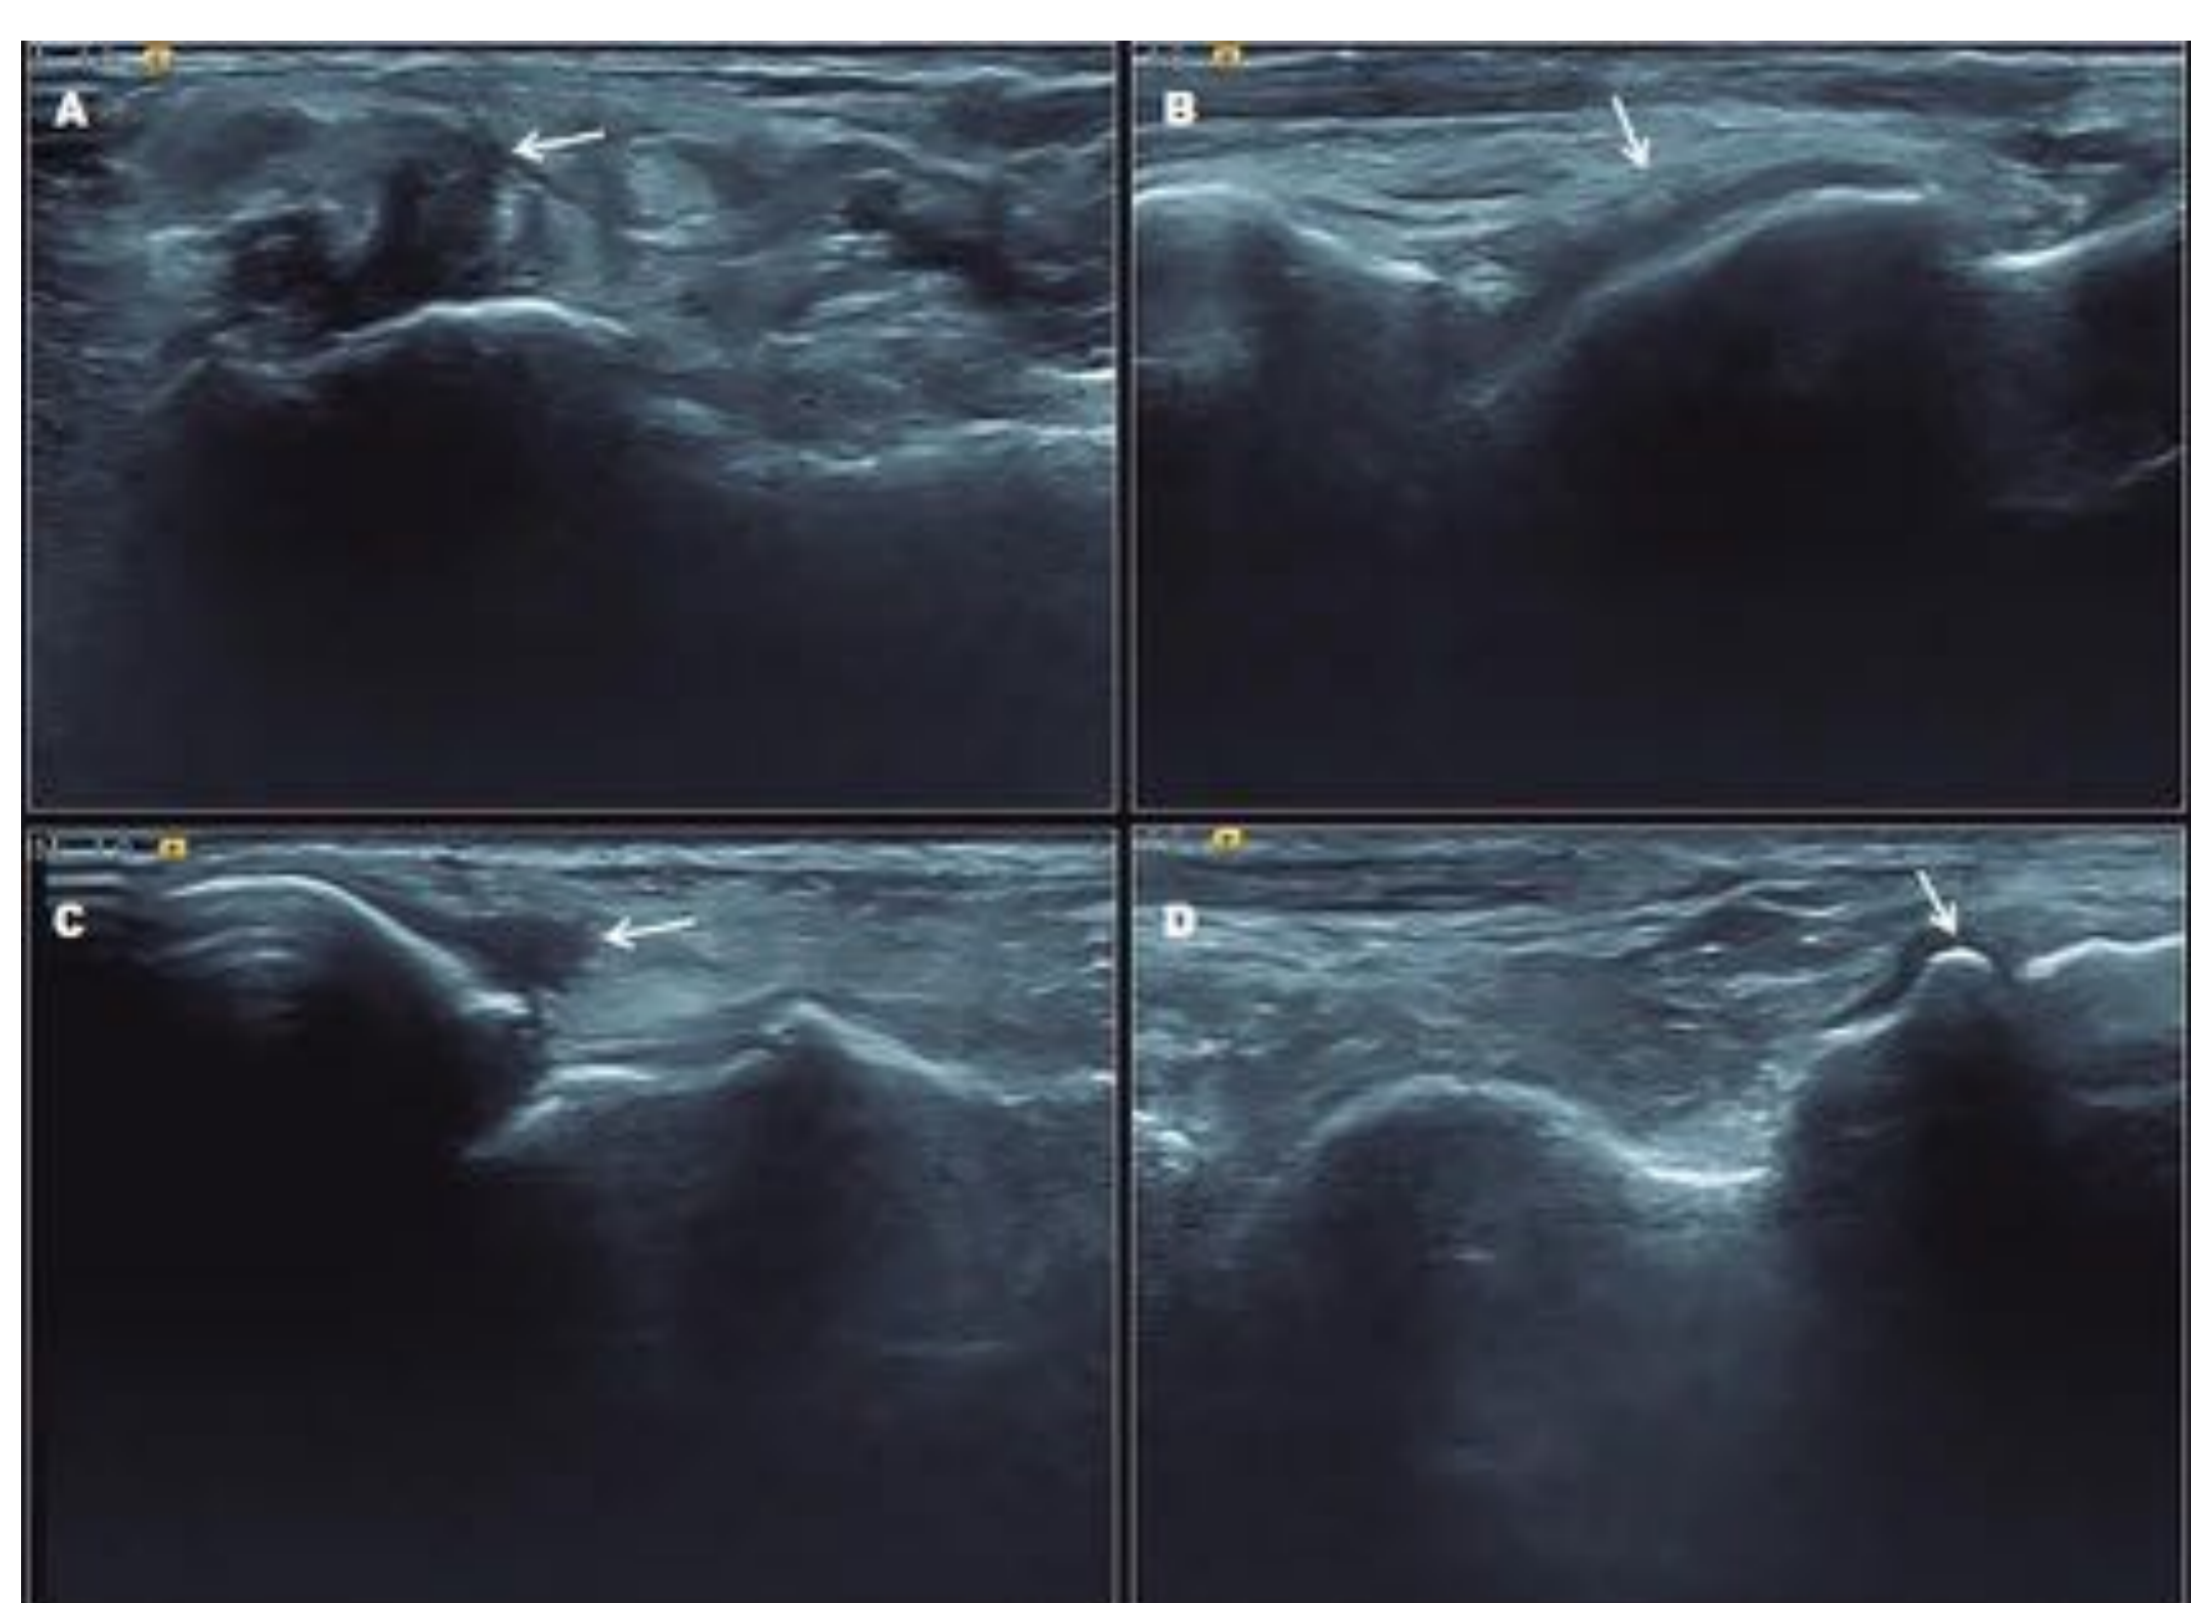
Ecografía de tobillo. Receso anterior. Derrame articular anterior (imágenes izquierdas A, C), irregularidad del cartílago astragalino (imagen superior derecha, B) y osteofito incipiente en la articulación astrágalo escafoidea (imagen inferior derecha) interlínea articular y la presencia de osteofitos marginales.
